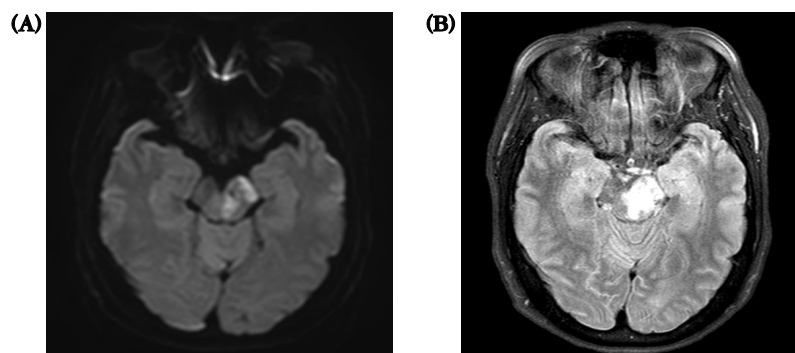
Brain magnetic resonance imaging (MRI) image. (A) Brain MRI T2-weighted (T2w) image (2017. 12. 18). (B) Brain MRI T2w fluid attenuation inversion recovery image (2017. 12. 18). Acute infarction in the left portion of the midbrain.
